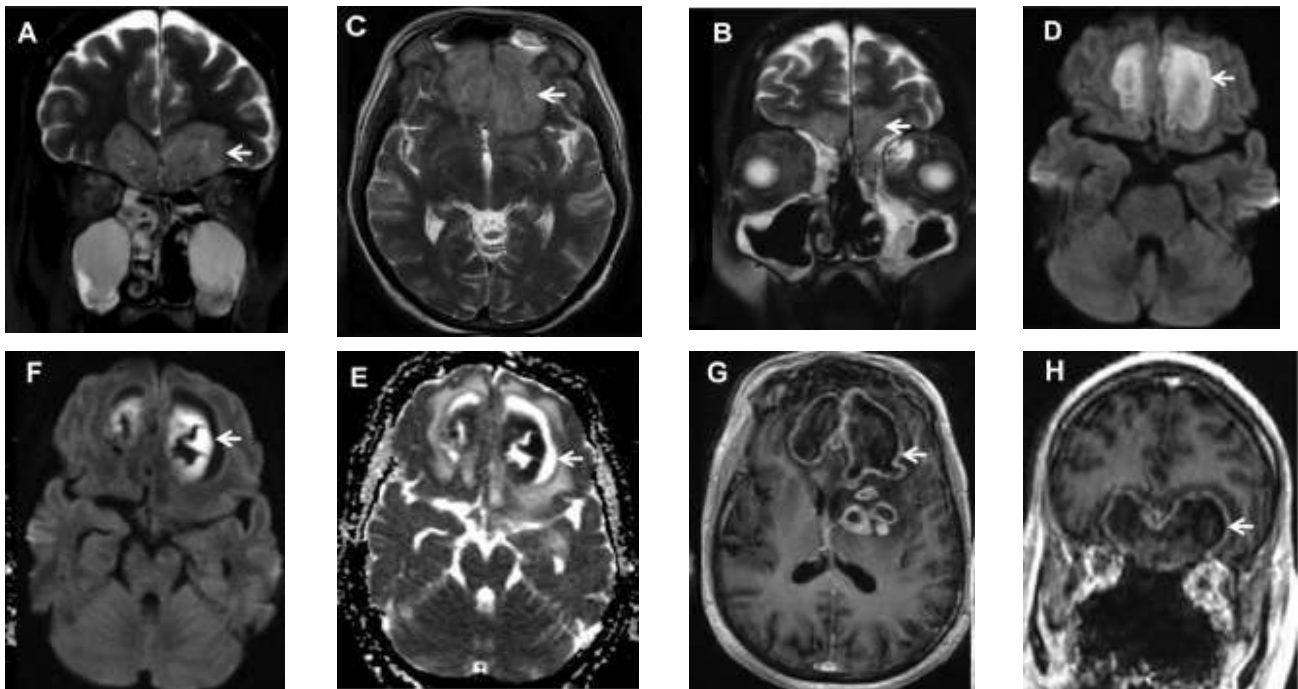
Key imaging features of a complicated stage 3 disease in 56-year-old man who recovered from coronavirus disease 2020 (COVID-19) 15 days previously and presented with continuous dull aching frontal headache, left facial numbness, loss of smell, and retro-orbital pain for the past 7 days. He was treated and discharged 5 days back from the hospital with moderate COVID-19 pneumonia and a computed tomography (CT) severity score of 13 of 25. He had known hypertension and diabetes and had been taking on oral hypoglycemic agents for the past 12 years and was treated briefly with supplementary oxygen and steroids for 12 days during hospitalization. Top row: Coronal and axial T2-weighted fat-suppressed images (AeC) show hyperintense lesions involving the both medial basifrontal lobes with diffusion restriction (D) representing cerebritis (arrows). Bottom row: Disease progression is noted during next 10 days despite adequate medical management, resulting in typical fungal cerebral abscess characterized by irregular peripheral projections (arrows), which are showing restricted diffusion and peripheral enhancement (EeH). Also note the perilesional edema and left basal ganglionic multiple small abscesses showing peripheral enhancement (G).
